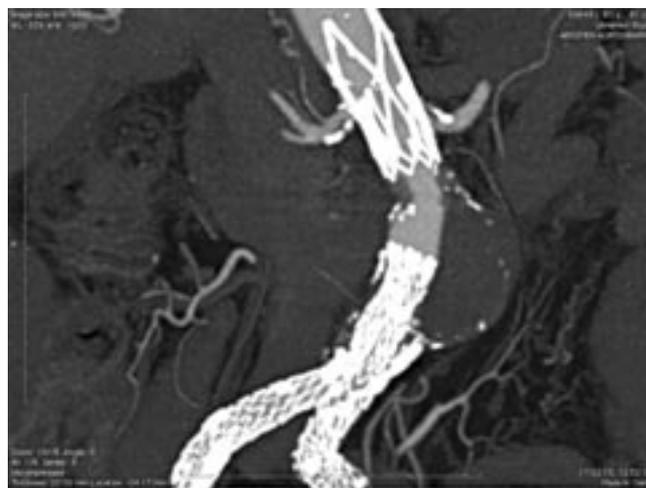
Контрольная МСКТ-аортография пациента К. после эндопротезирования инфраренального отдела аорты — эндоликов нет:
